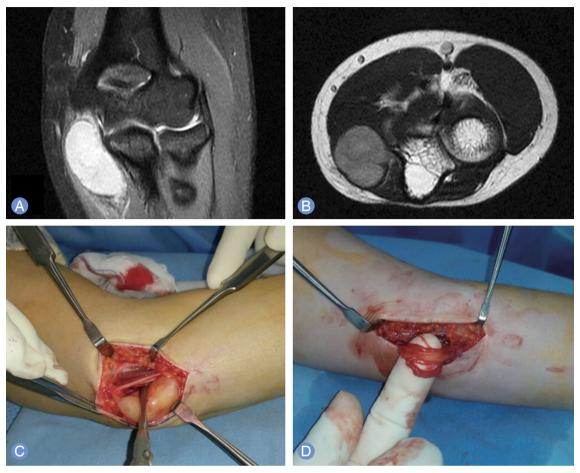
Magnetic resonance imaging of 31-year-old female patients shows schwannoma near cubital tunnel of elbow (A, B). One nerve fascicle was entering the tumor, and we could not dissect the fascicle from the tumor. So we left some of the tumor untouched, to avoid nerve injury (C, D).
